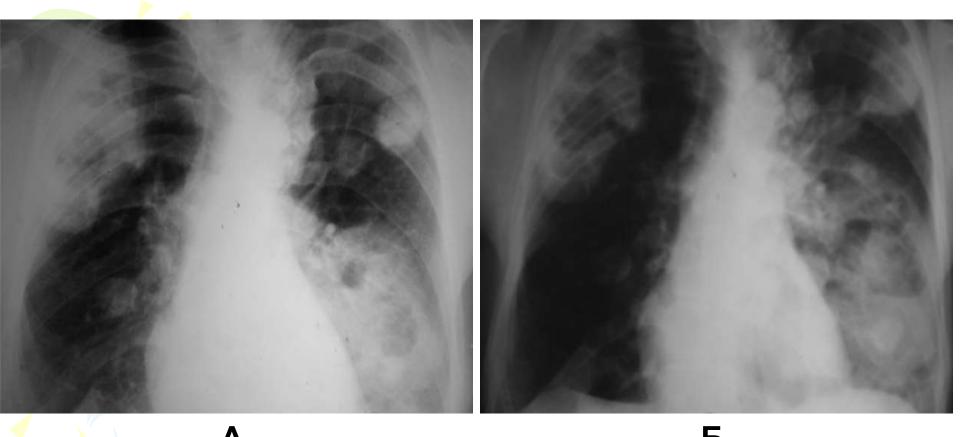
Рентгенограммы ОГК больной Г
